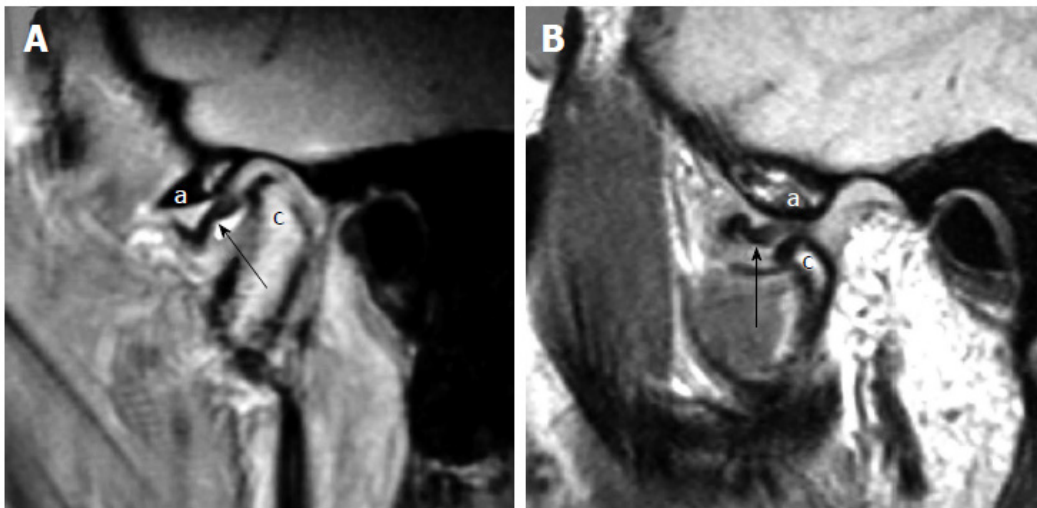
Переднє зміщення без редукції. А: Сагітальне МРТ у режимі протонної щільності у положенні з закритим ротом демонструє переднє зміщення диска (стрілка), розташованого поблизу суглобового горбика (літера а) і попереду виросткового відростка нижньої щелепи (літера с). В: Сагітальне МРТ у режимі протонної щільності у положенні з відкритим ротом демонструє відсутність редукції диска (стрілка), який залишається між суглобовим горбиком (літера а) та виростковим відростком (літера с)
